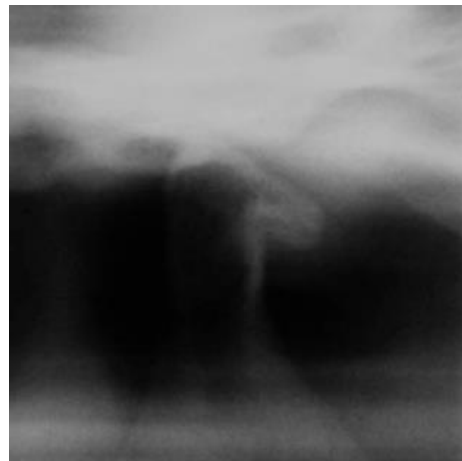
Radiografía transcraneal de ATM. (6)
